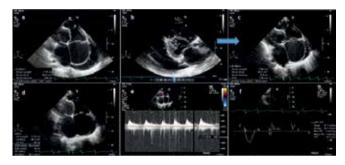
(a, b c, d, e, f). Эхокардиограммы больного А.
